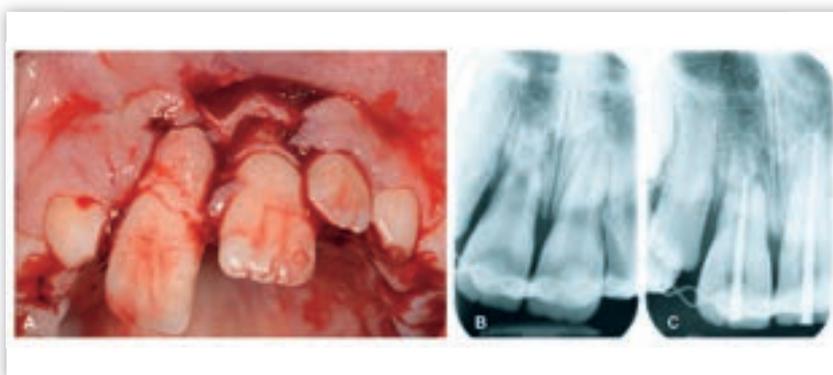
Achtjähriger Patient mit komplizierten Dislokations- und Frakturverletzungen der Zähne 11 und 21; b) die Röntgenaufnahme unmittelbar nach Reposition belegt die intraalveoläre Fraktur im apikalen Wurzeldrittel; c) Beginn der WKB aufgrund der großen Auslenkung (Extrusion > 2 mm). Nicht reproduzierbare endometrische Längenmessungen erforderten eine frühe Röntgen-Mess-Aufnahme mit einem Guttaperchastift (Größe 60) mit einer anschließenden Anpassung der Arbeitslängen auf minus 2 mm bei beiden Zähnen.
